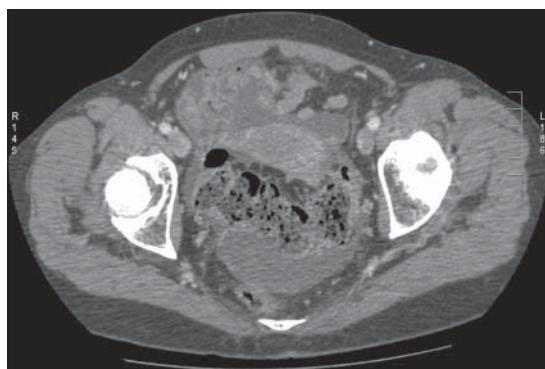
Tomografía computada de Pelvis. Corte axial en pelvis, con contraste endovenoso, se visualiza útero y anexos sin lesiones ni masas.
